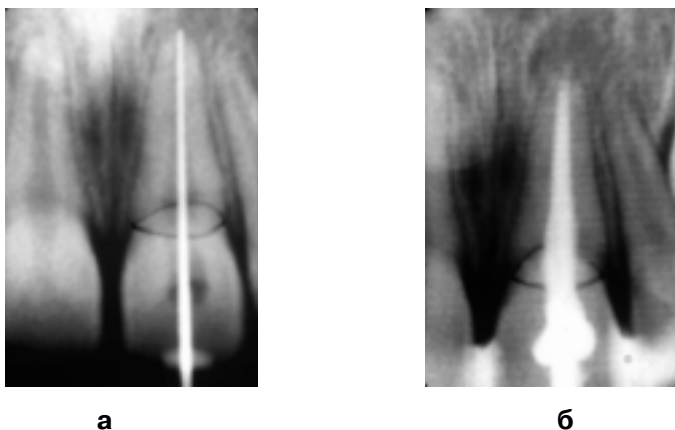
Перелом корня: а — в корневой канал введен файл; б — корневой канал запломбирован термафилом. Рентгенограмма.
